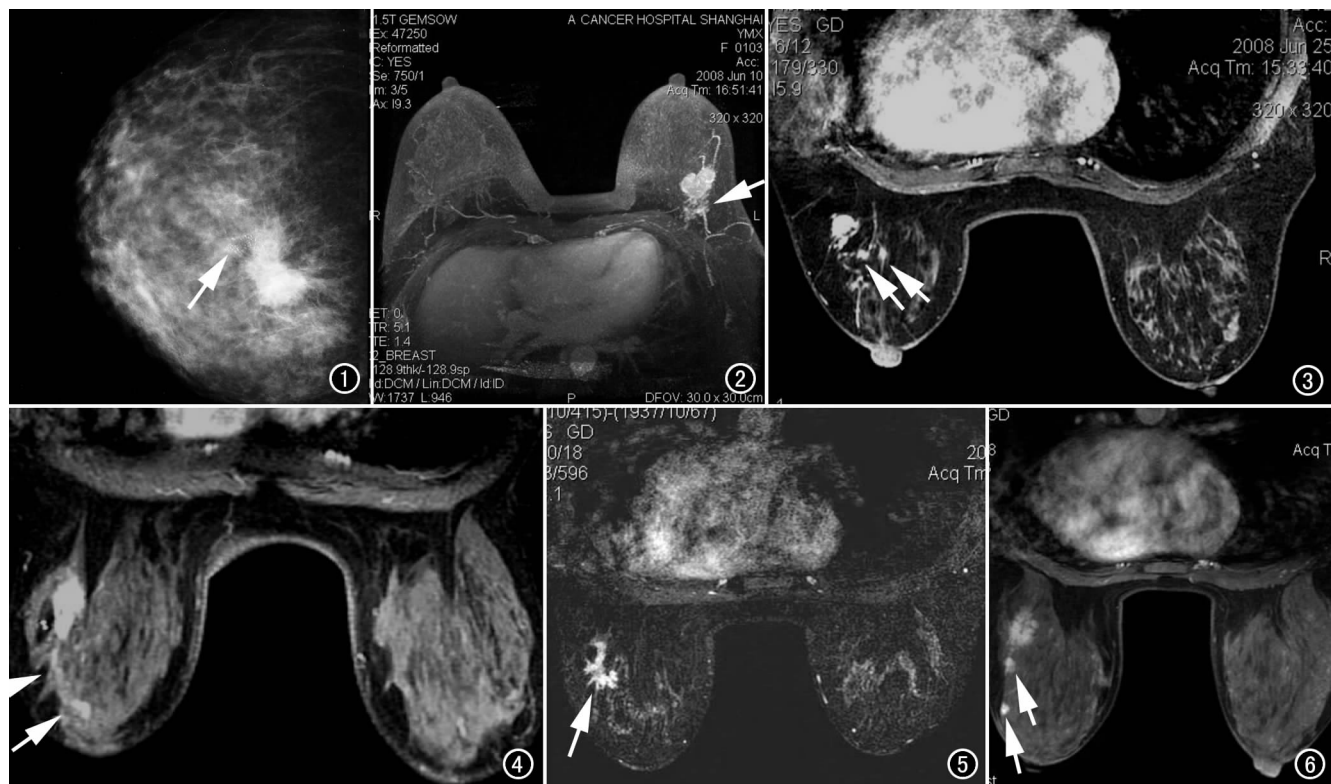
肿块外的钙化(箭)示浸润性癌伴有 EIC。图 2 肿块旁的非肿块样的片状强化灶(箭)是 EIC 阳性的 MRI 表现。图 3 EIC 可表现位于肿块周围的小结节(箭),保乳手术时一并切除这些小结节是必要的。图 4 浸润性导管癌周围的导管原位癌可表现为导管样强化,其端部可离主病灶非常远(箭),MRI 是可检出这类病灶的唯一方法。图 5 形态不规则,边缘呈星芒状的肿块(箭)是 EIC 阳性的一种 MRI 表现形式, MRI 在显示这类病灶的形态、边缘和范围方面都较其他检查方法有优势。图 6 多病灶位于一个象限且患者乳房较大时,保乳手术并非绝对禁忌证, MRI 检查很好地勾勒出病灶的范围,发现了临床体检和超声仅显示大病灶外的另外 2 个小病灶(箭),使病灶完全切除得到了保证。
